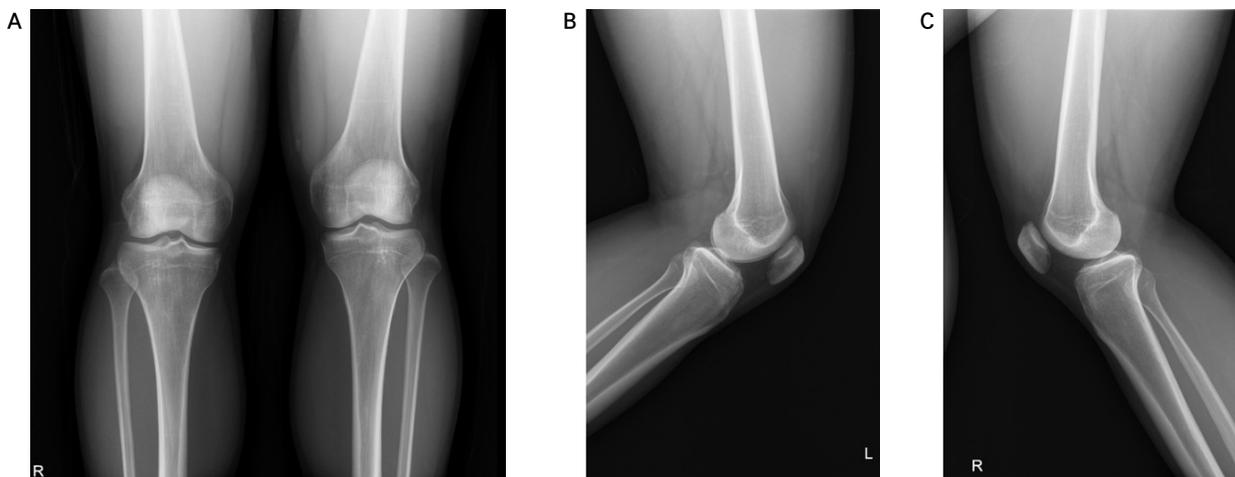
Knee x-ray images of case 1 patient. (A) Knee AP view, (B) left knee lateral view, (C) right knee lateral view on before treatment. AP: anteroposterior view.
